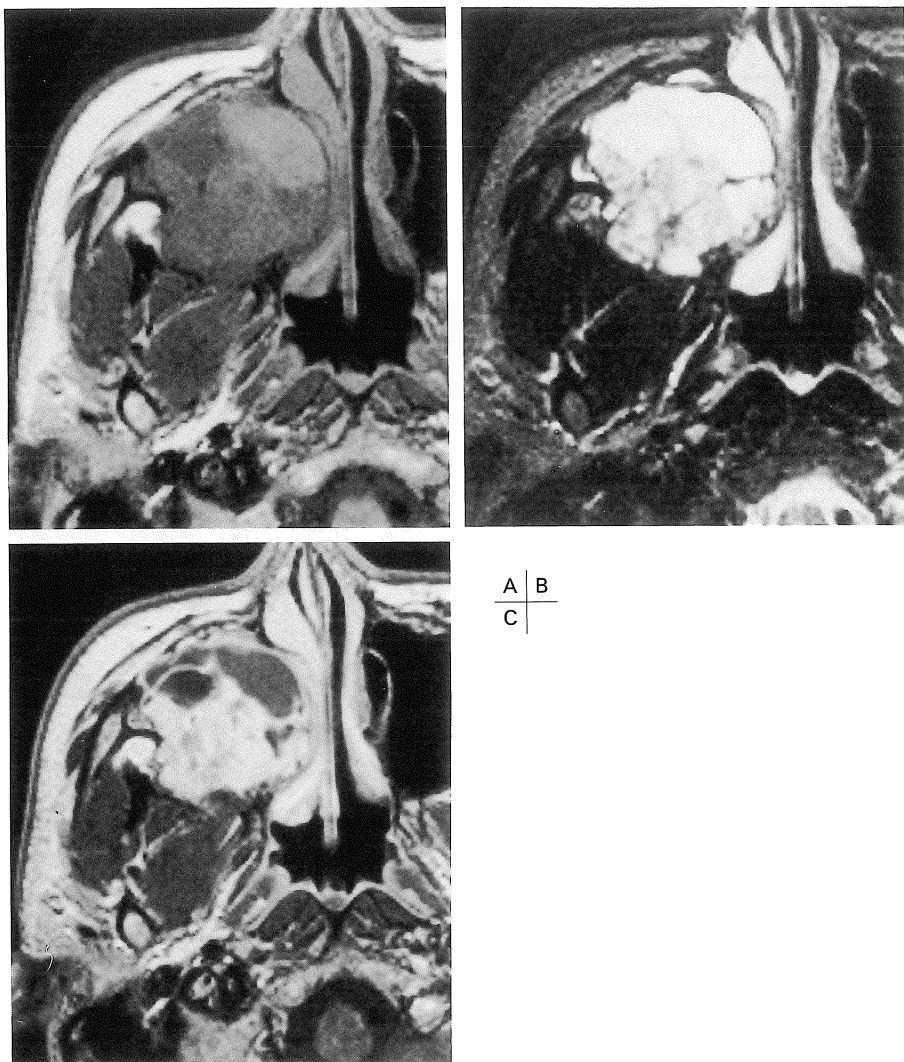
Case 2. MR images of sinonasal cavities. T₁-weighted transverse images (A). There are low-intermediate signal intensity areas and slightly high intensity areas, which intermix each other. Remodeling of posterior wall of right antrum represents expansile growth of the lesion. T₂-weighted transverse images (B). The lesion is noted as a multiloculated cystic mass. T₁-weighted transverse images after intravenous administration of Gadolinium-DTPA (C). There are both intensely enhanced areas and non-enhanced cystic areas in the lesion.
